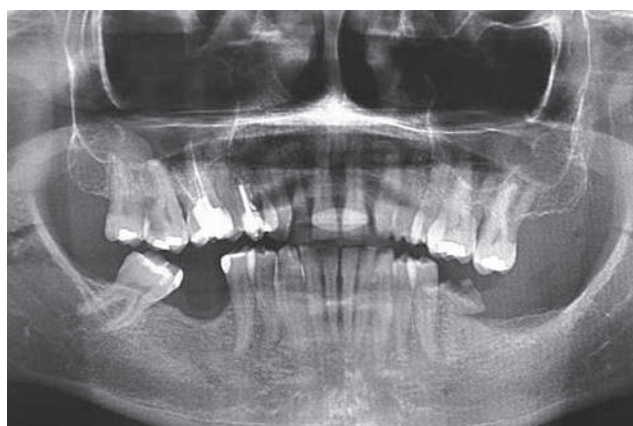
Ortopantomografia pre riabilitazione
